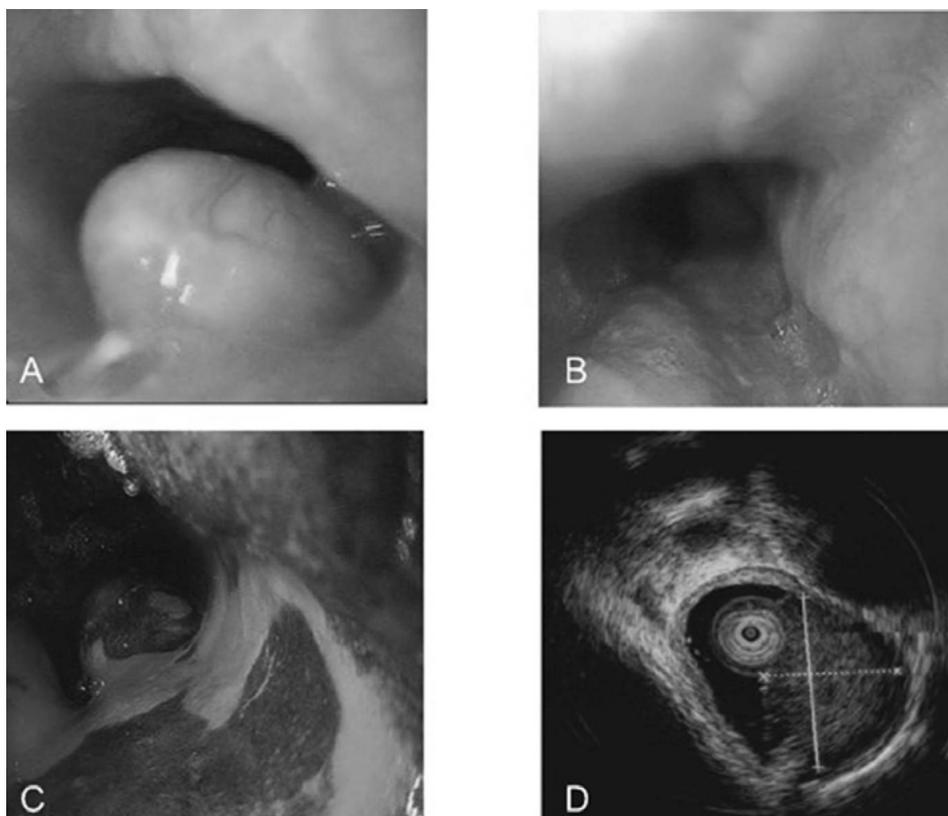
Visione endoscopica ed ecografica di carcinoma esofageo a piccole cellule.
